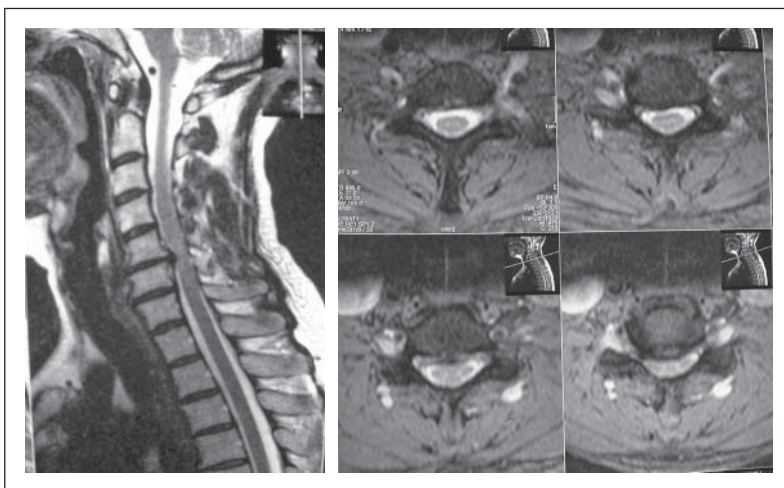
Das präoperative MRI zeigt eine Spondylose und Diskusprolaps C5/6 mit Einengung des Spinalkanals.
